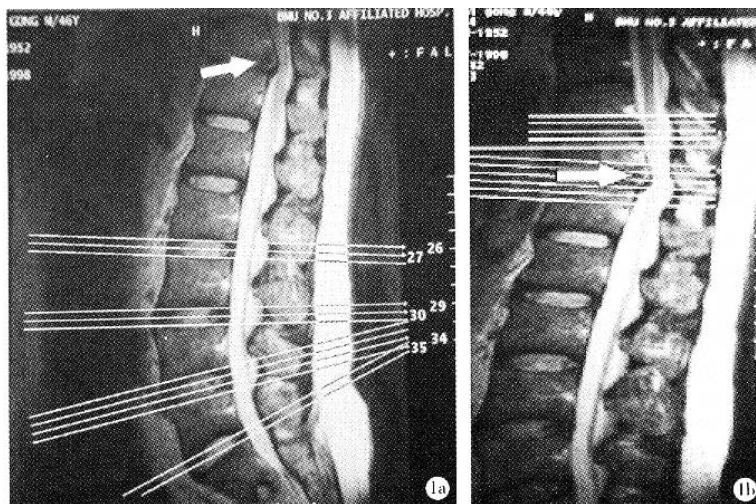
患者,男性,46 岁,实为 T_{11-L12} 椎间盘突出 (白色箭头所示),但首次 MRI 检查却只常规进行了下腰椎椎间盘的横断扫描,忽视了胸腰段突出椎间盘的检查,发生了影像学上的漏诊; 图 1b 同一患者被发现漏诊后,再次行胸腰段突出椎间盘的 MRI 横断扫描检查,最终确定了椎间盘突出的节段 (T_{11-L12})
